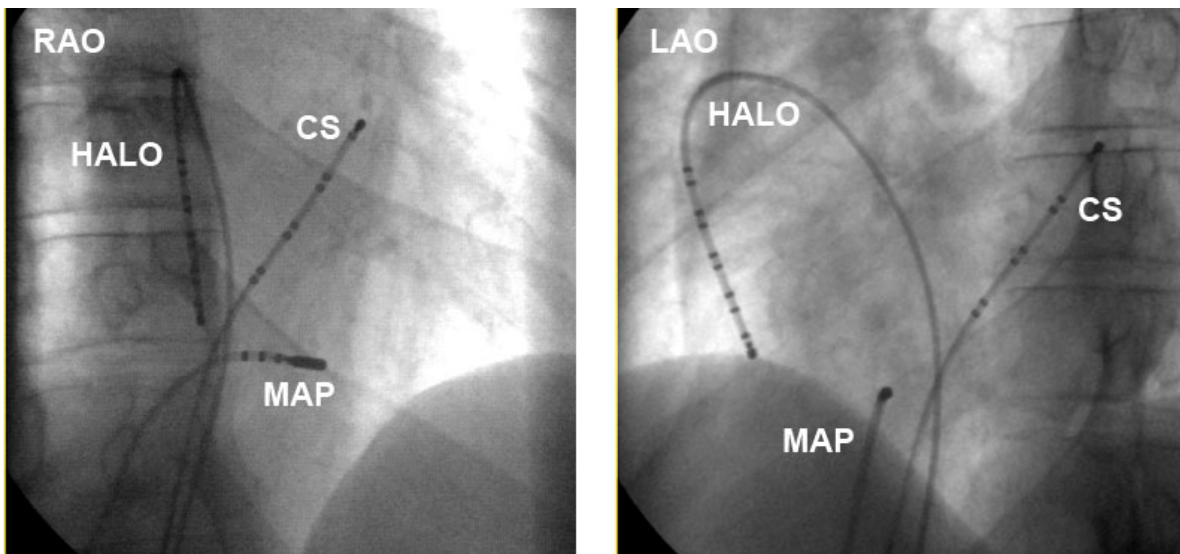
Röntgenaufnahme der Katheterpositionen während der Ablation von typischem Vorhofflattern. Aufnahmen in 30° RAO (links) und 45° LAO (rechts) zeigen den Ablations-/Mappingkatheter (MAP) in 6-Uhr-Position am Isthmus. Der dekapolare HALO-Katheter befindet sich am Trikuspidalannulus, ein oktapolarer Katheter (CS) ist in den Koronarsinus eingebracht.
